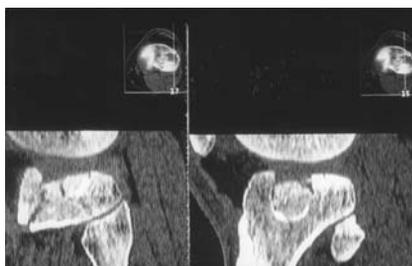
b – Les images du CT-scan montrent l'enfoncement important de la surface articulaire et le trait fracturaire vertical antéro-latéral.
